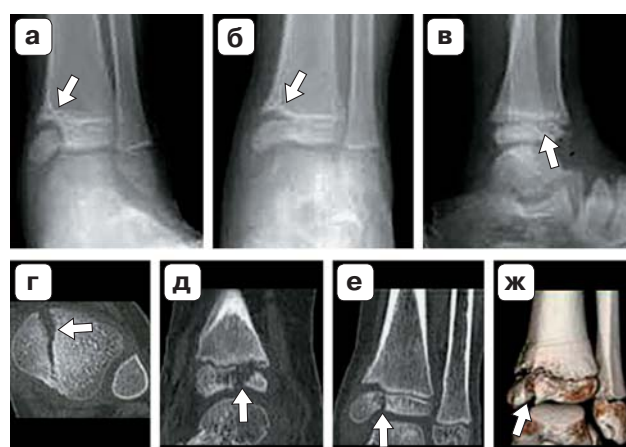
Пациент 12 лет. Перелом Солтера–Харриса тип III со смещенным медиальным эпифизарным фрагментом большеберцовой кости (стрелки). Рентгенограмма в косой (а), прямой (б) и боковой (в) проекциях. КТ: аксиальная проекция (г), реконструированные сагиттальная (д) и корональная (е) проекции, 3D-изображение (ж) подтвердили диагноз SH-III и исключили распространение перелома на метафиз большеберцовой кости.
